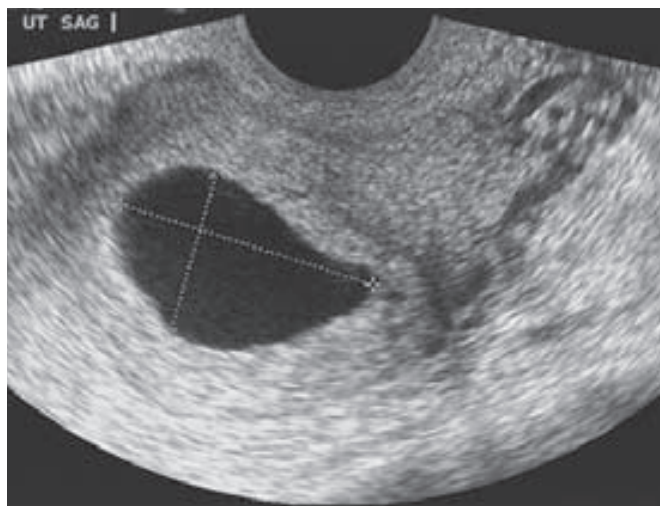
Ecografía transvaginal que muestra un embarazo anembrionario. (Cortesía de la Dra. Elysia Moschos.)
